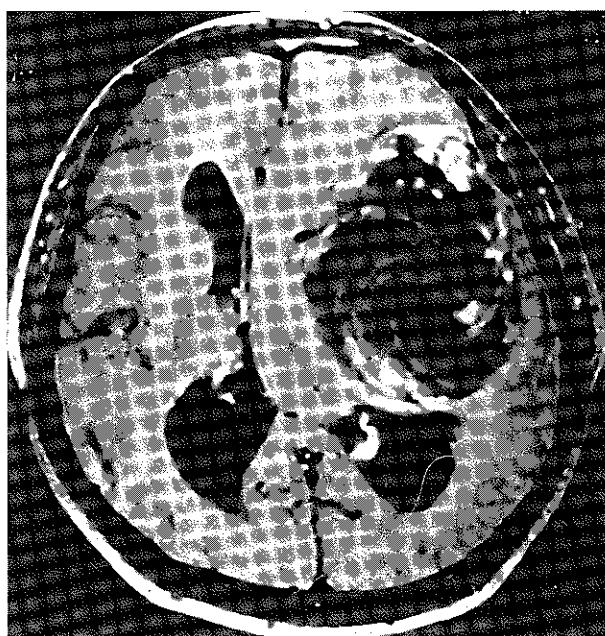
Preoperative Gd-enhanced MRI(T1WI) shows whirling appearance of the intratumoral content.
